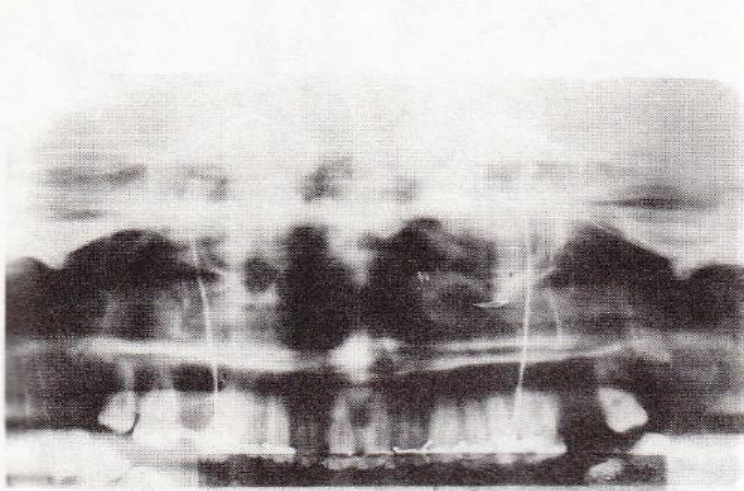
Ortopantomografía que muestra tractores y osteosíntesis de alambre.
